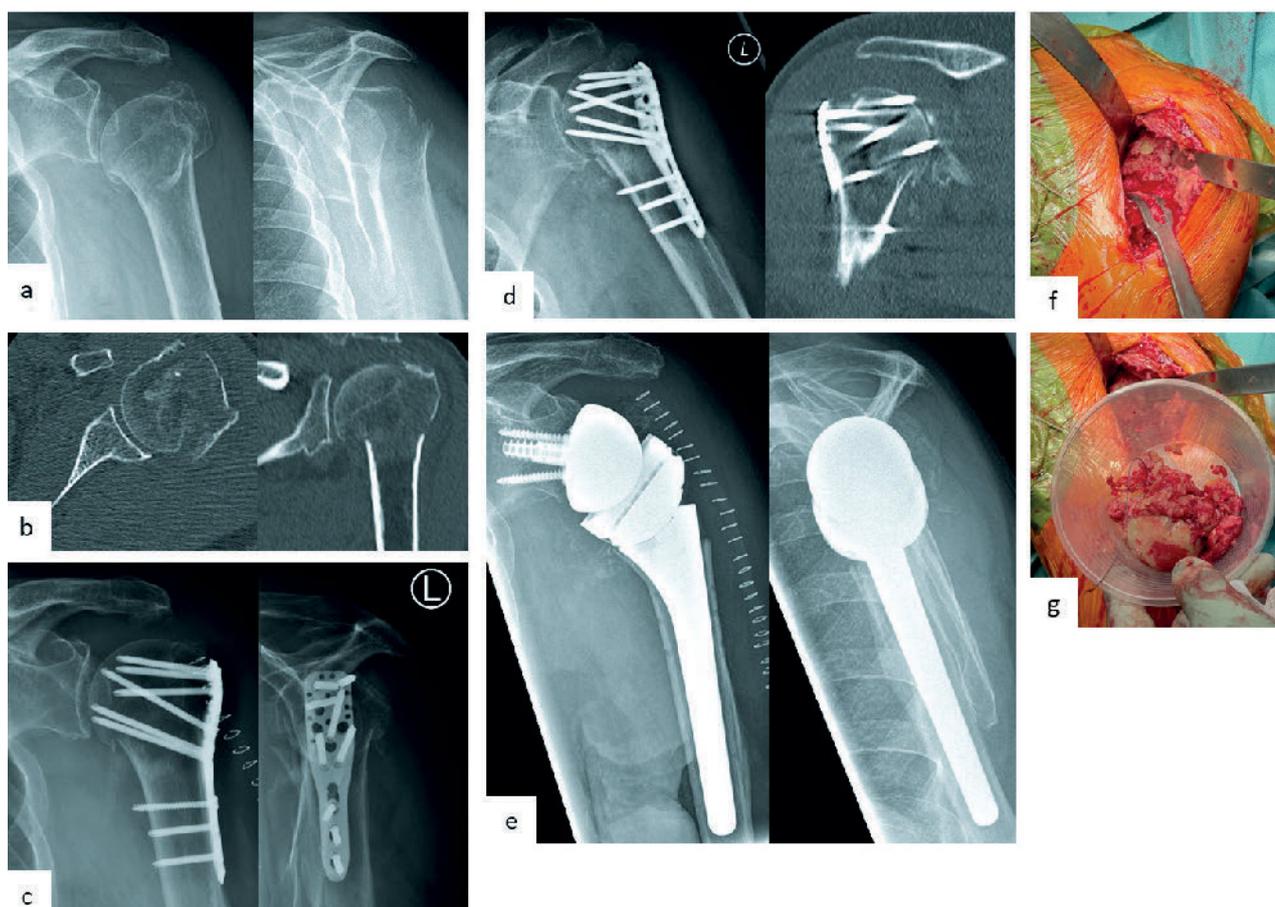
Valgisch impaktierte proximale 3-Part-Humerusfraktur bei einem 92-jährigen männlichen Patienten. a präoperative a.p.- und y-Röntgenaufnahme; b präoperatives axiales und koronares 2D-CT; c postoperative a.p.- und y-Röntgenaufnahme nach offener Reposition und Plattenosteosynthese sowie Tuberculacerclage; d Röntgen- und CT-Kontrolle nach 4 Wochen mit dem Nachweis eines Osteosynthese Versagens; e postoperative Röntgen a.p.- und y-Aufnahme nach Verfahrenswechsel mit Entfernung der Platte und Implantation einer inversen Schultertotalendoprothese, f-g intraoperative Bilder der Revisions-Operation
